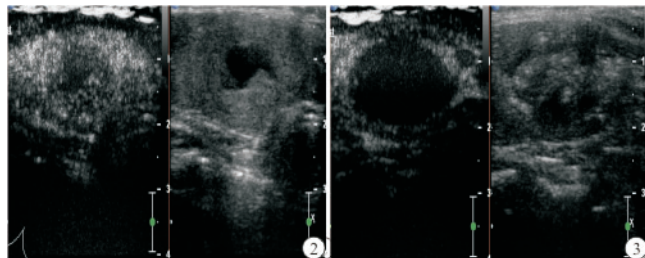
RFA治疗前超声造影显示结节的实性部分造影剂完全充填,呈等增强 图3 RFA治疗及补充治疗后超声造影复查整个病灶无造影剂充填,呈无回声
